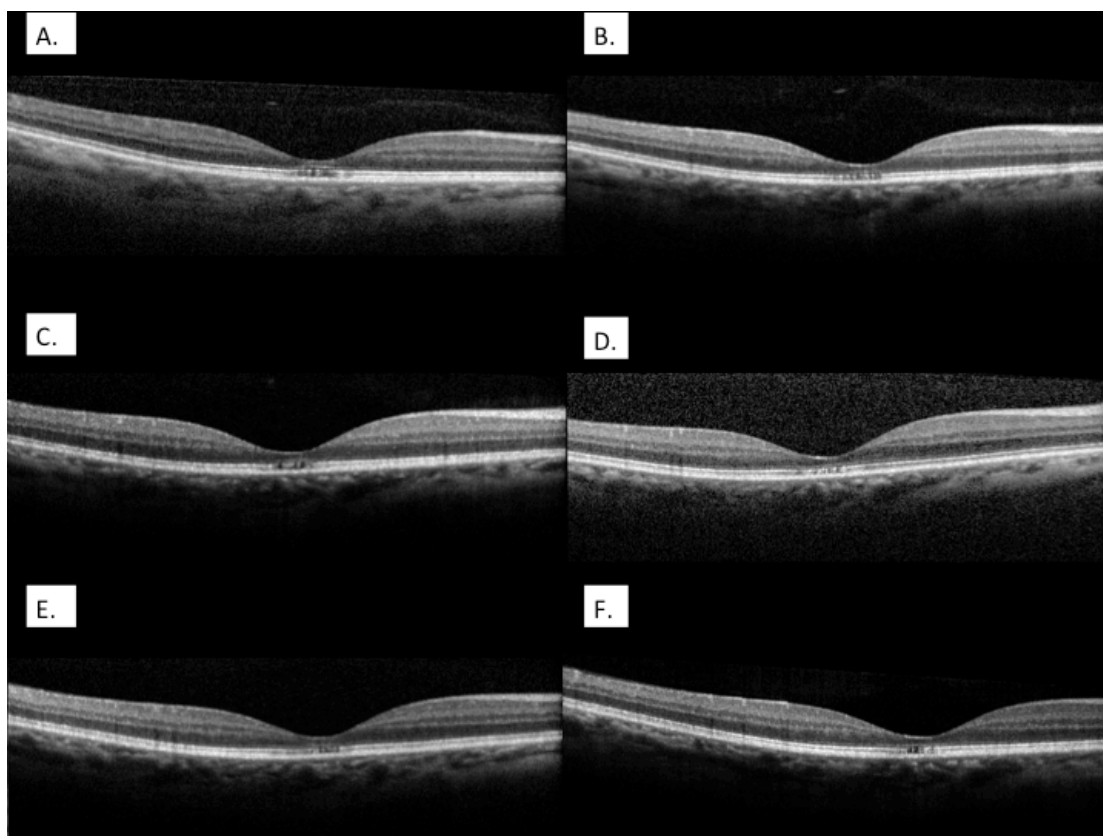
Tomografia Óptica Coerente em paciente com DMRI atrófica: A) pré-operatório (EFC=195um); B) 7° pós-operatório (EFC=190um); C) 30° pós-operatório (EFC=192um); D) 60° pós-operatório (EFC=187um); E) 90° pós-operatório (EFC=189um); F) 180° pós-operatório (EFC=188um)
